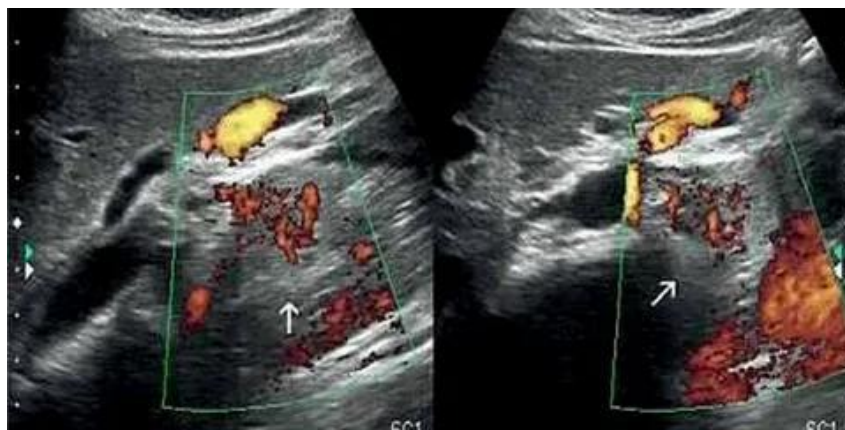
УЗИ забрюшинной опухоли, с доплерографией. Имеется инвазия опухоли забрюшинного пространства к нижней полой вене на протяжении 3 см.
